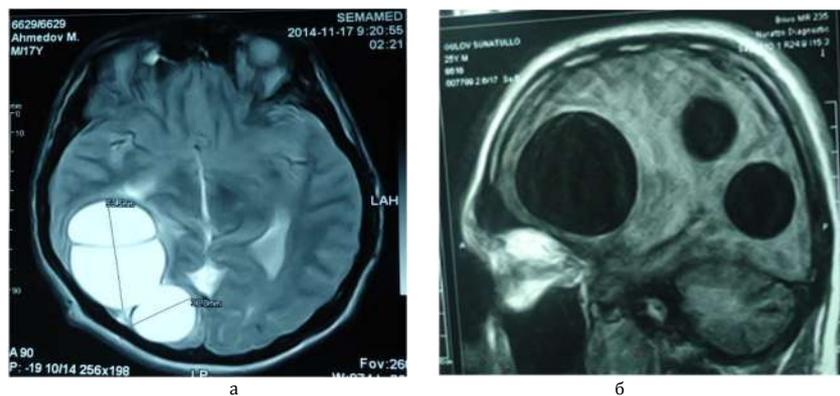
а, б - МРТ изображение множественных эхинококковых кист головного мозга
